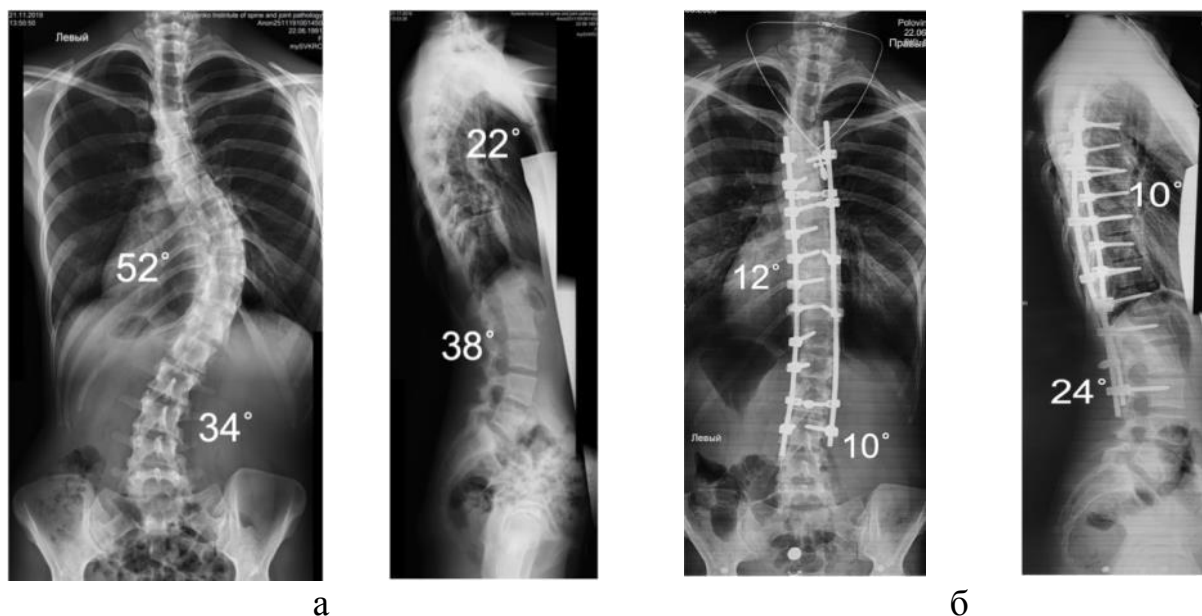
Фотовідбитки рентгенограм хворої П., 28 років, історія хвороби № 97114, діагноз: Грудний ідіопатичний сколіоз IV ст.: а) до хірургічного лікування; б) після корекції деформації хребта транспедикулярною конструкцією (техніка «вільних рук»)
